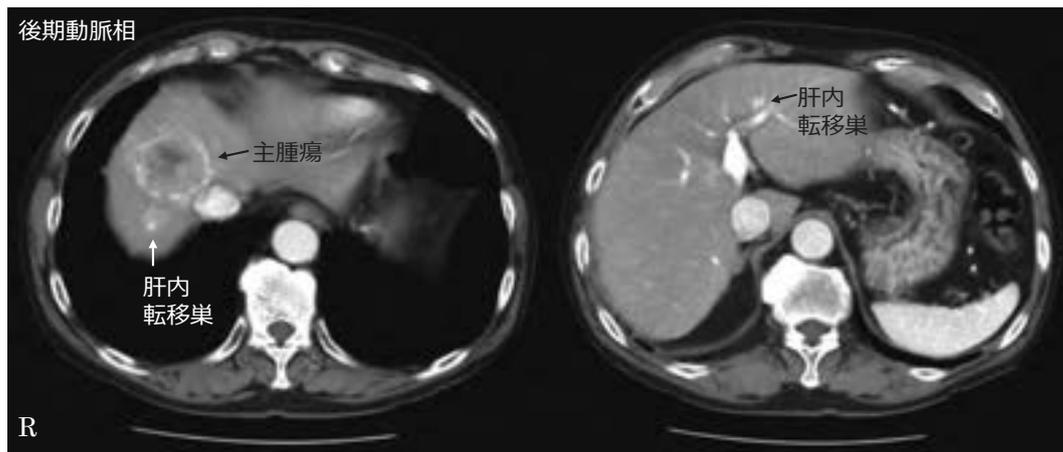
放射線治療開始前の腹部造影 CT 検査 (症例 3) : 肝 S8 領域に直径 47 × 42mm の腫瘍性病変を認める。内部は早期濃染後に wash out し、被膜部の造影効果が遷延する。主腫瘍周囲を含めて複数の肝内転移巣が存在する。明らかな脈管侵襲は無い。肝辺縁は鈍化しているが表面の不整は無い。
